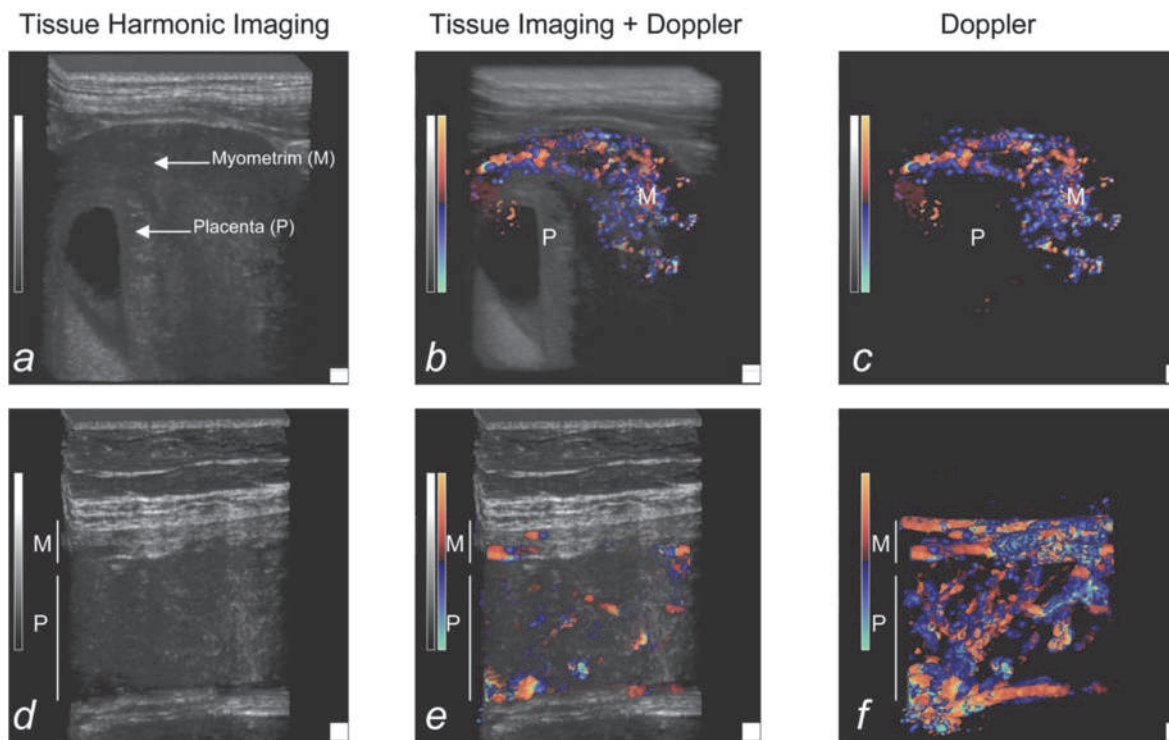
représentation en échographie 3D sans puis avec analyse doppler couleur du myomètre et du placenta à 7 semaines d'aménorrhée (a, b, c) et 30 semaines d'aménorrhées (d, e, f). Schaaps et al.
